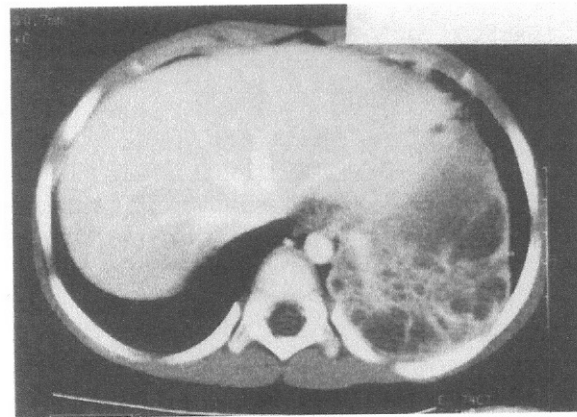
CT scan of intralobar sequestration of the left lower lobe. Note the aberrant artery arising from the aorta.
